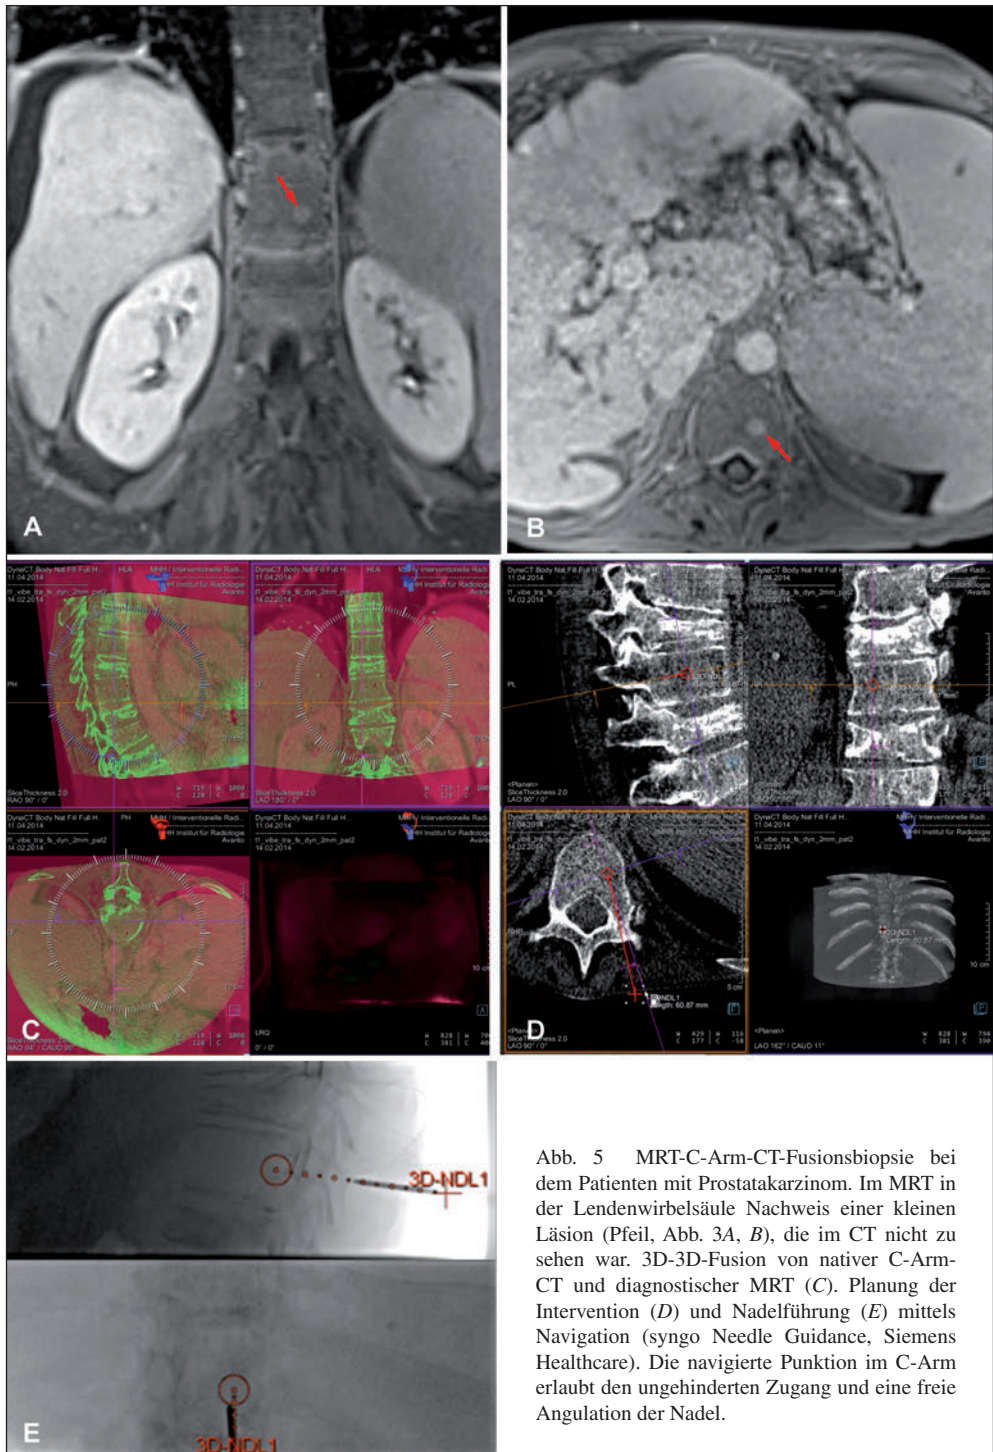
MRT-C-Arm-CT-Fusionsbiopsie bei dem Patienten mit Prostatakarzinom. Im MRT in der Lendenwirbelsäule Nachweis einer kleinen Läsion (Pfeil, Abb. 3A, B), die im CT nicht zu sehen war. 3D-3D-Fusion von nativer C-Arm-CT und diagnostischer MRT (C). Planung der Intervention (D) und Nadelführung (E) mittels Navigation (syngo Needle Guidance, Siemens Healthcare). Die navigierte Punktion im C-Arm erlaubt den ungehinderten Zugang und eine freie Angulation der Nadel.
